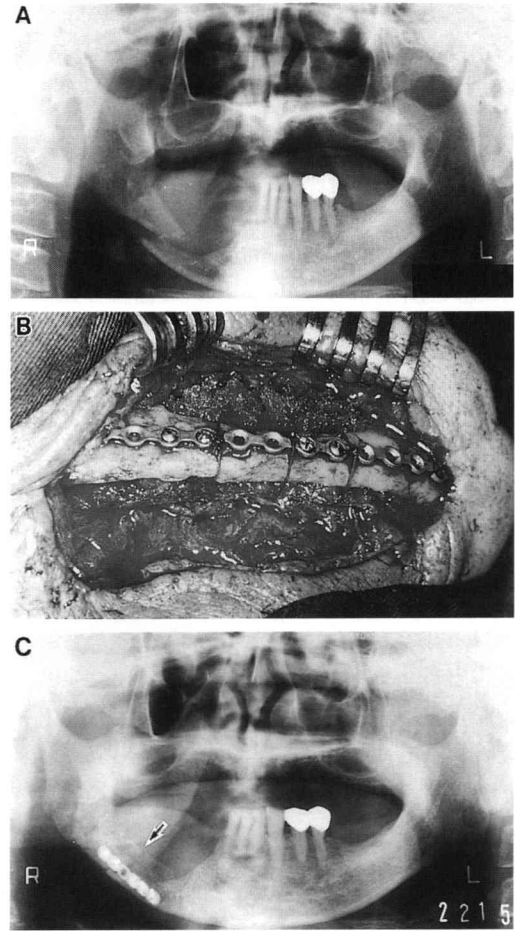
A, Panoramic radiograph showing bone fracture of the mandible after sagittal mandibulectomy in case 2. B, Delayed reconstruction using PCBM graft and titanium plate without PLLA mesh tray. C, Radiograph showing new bone formation (arrow) at three months later.
